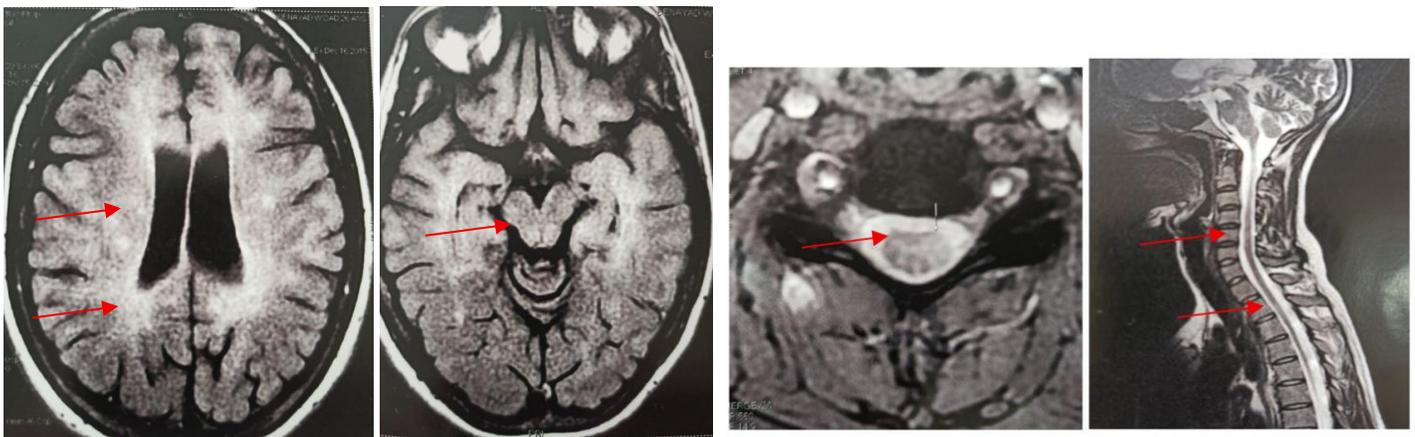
IRM patiente 2 (hypersignaux sus et sous tentoriels avec prise de contraste de plusieurs lésions en cérébral, et des hypersignaux au niveau cervical et dorsal en médullaire).
